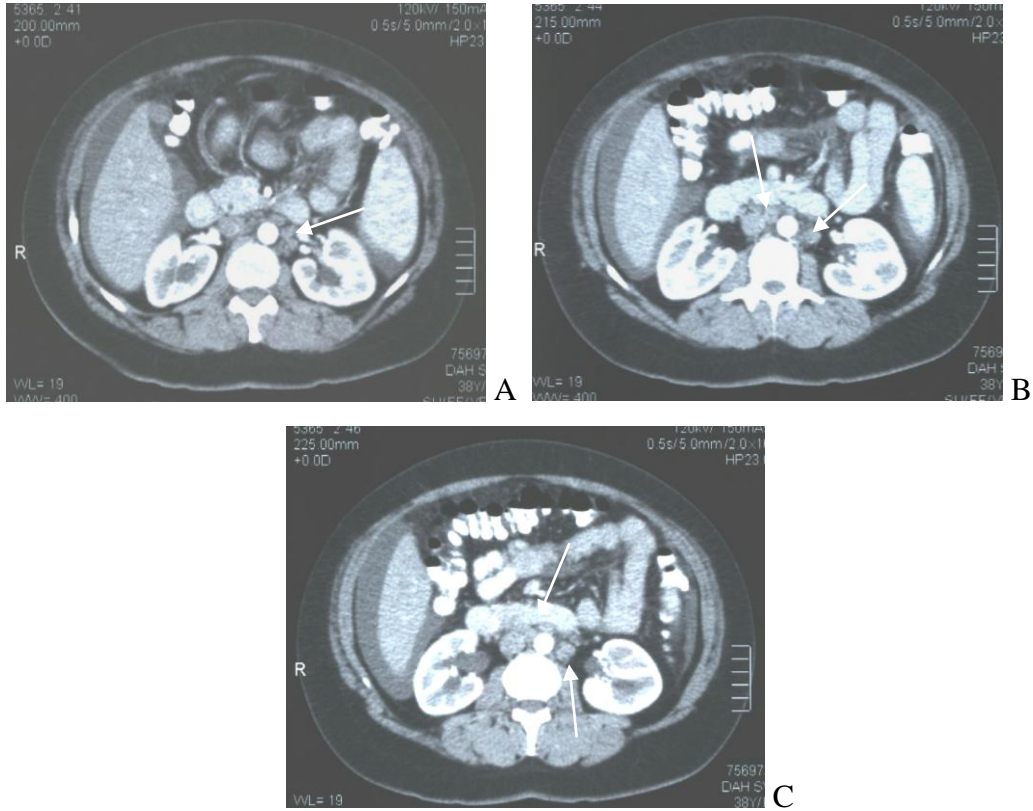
Olgu 13. Evre IIIc seröz over karsinomlu hasta. BT de mezenterde 1cm nin üzerinde implantlar nedeniyle suboptimal düşünülüyordu. Ancak cerrahide mezenterde implant görülmedi ve hasta cerrahi sonunda optimal sitoredüksiyon ile sonuçlandı (yanlış pozitif sonuç). (A),(B),(C) de oklar ile mezenterdeki implantlar gösterilmekte.
